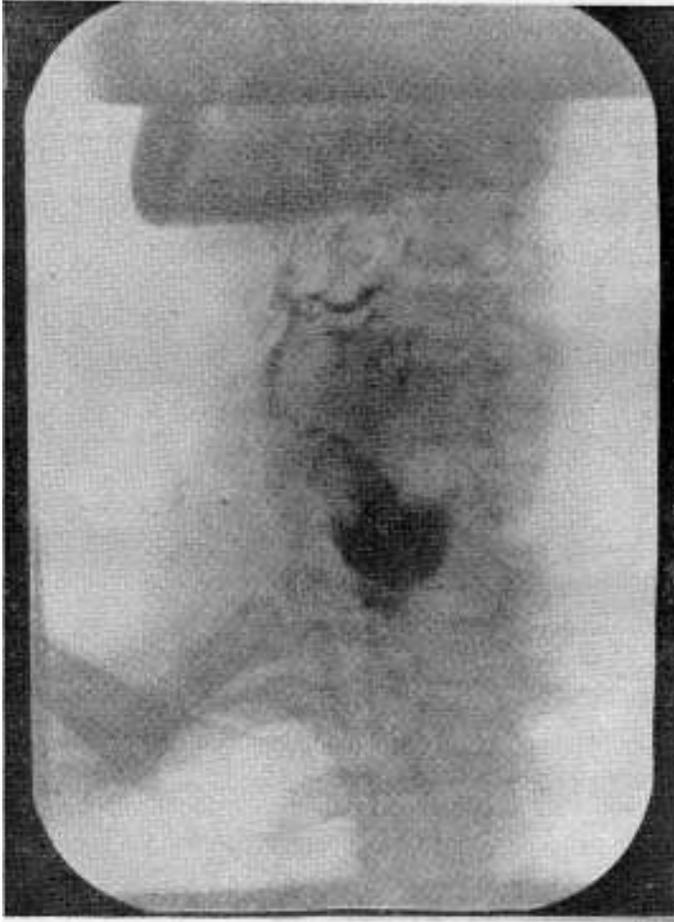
Radiografía de esófago. Frente.
